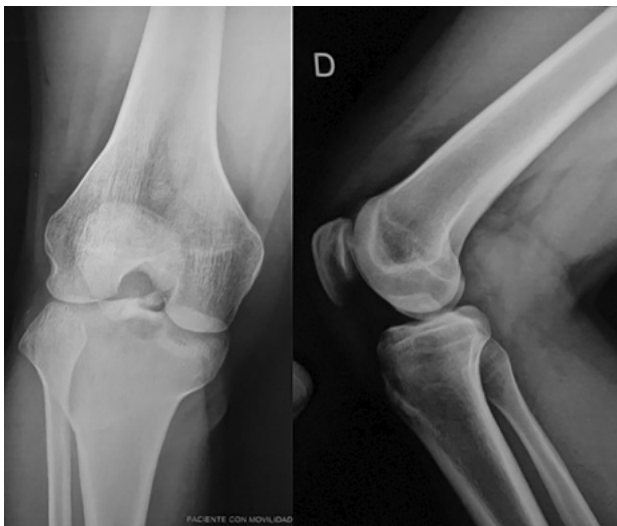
Radiografía de rodilla derecha frente y perfil. Nótese el déficit de extensión en el frente y la fractura avulsión de espina tibial en ambas proyecciones.
